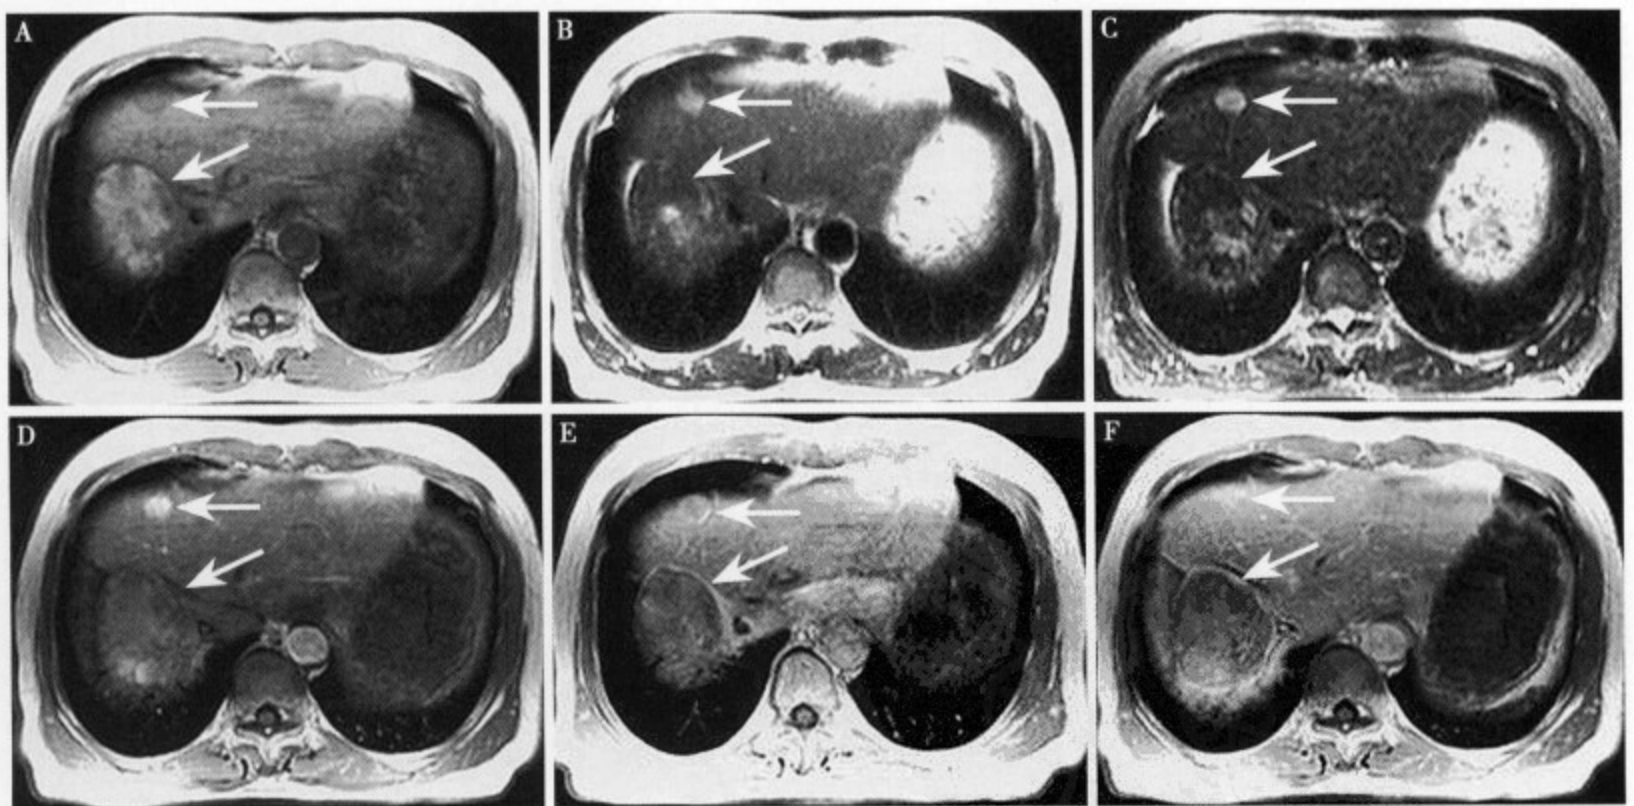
患者男，65 岁，肝癌肝动脉栓塞化疗后 3 次、射频热疗 2 次、瘤体内无水酒精注射一次及癌灶适形放疗后 5 年复查，AFP 查 03.6 $\mu\text{g/L}$ 。(A)、(B)、(C) 为 MRI 平扫，(D)、(E)、(F) 为 MRI 动态增强扫描；T₁WI (A) 见肝右叶后上原发灶为高信号凝固性坏死，右前转移小病灶为低信号；T₂WI (B) 及脂肪抑制 T₂WI (C)，见肝右叶后上原发灶为混杂高信号，右前转移小病灶为高信号；MRI 动态增强扫描动脉期 (D) 及静脉期 (E)，见原发灶无强化，转移灶对比剂呈“快进快出”特点；(F) 为增强扫描另一层面，显示原发灶无强化
